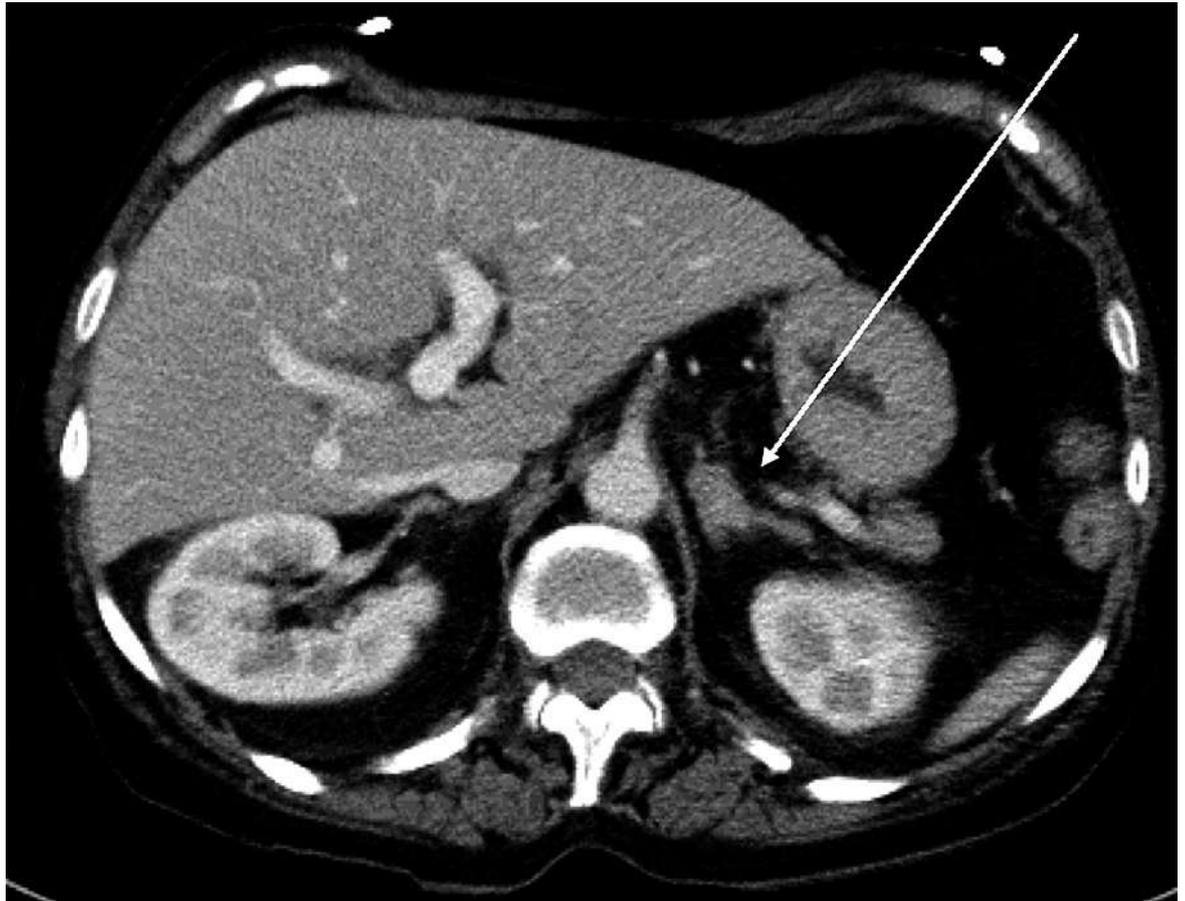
CT Abdomen i.v. KM: Die Nebennieren imponieren beidseits etwas verklumpt. Auf der linken Seite (Pfeil) im Bereich des nodulär aufgetriebenen ventralen Schenkels beträgt die mittlere HU (Hounsfield Units) nativ 28, in der portal-venösen Phase 97 sowie in der Spätphase 47 HU. Es ergibt sich ein Washout von 72%, was für das Vorliegen eines Nebennierenadenoms spricht.
